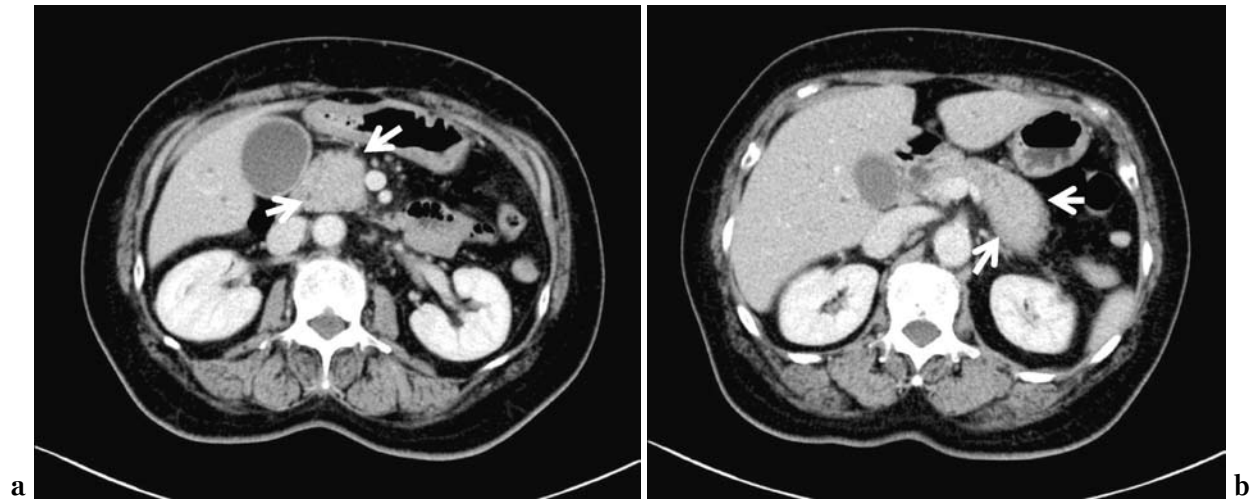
b 造影CTでは膵はびまん性に腫大している。明らかな腫瘍、リンパ節腫大は認めない。
